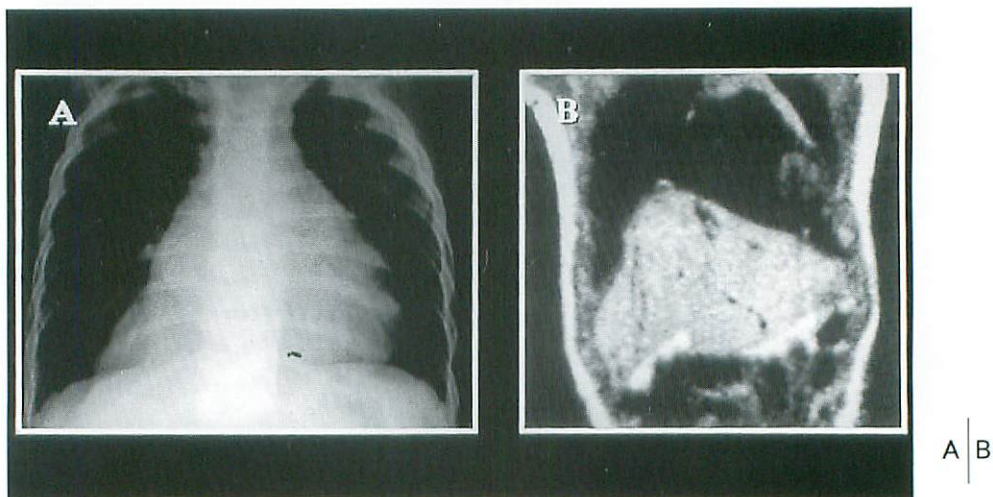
症例2の胸部X線立位前後像(A), およびMRI(T1強調像, 冠状断像)(B)
